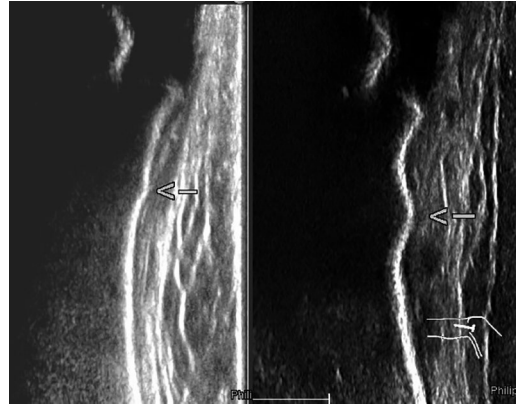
Stauchungsfraktur im Tibiakopf bei Kleinkindern (links: Junge, 2 Jahre und 2 Monate; rechts: Mädchen, 3 Jahre und 4 Monate). Die Wulstungen der proximalen Tibia sind sonographisch gut darstellbar
